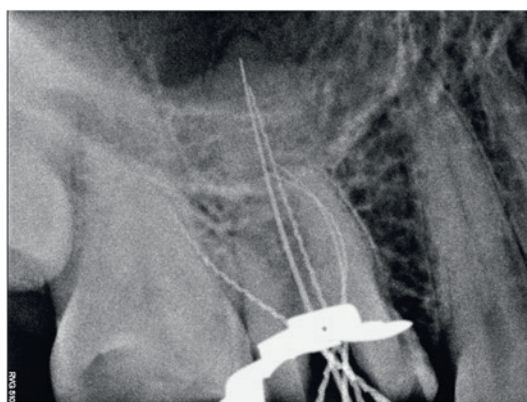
Working length radiograph confirming 2 palatal canals
